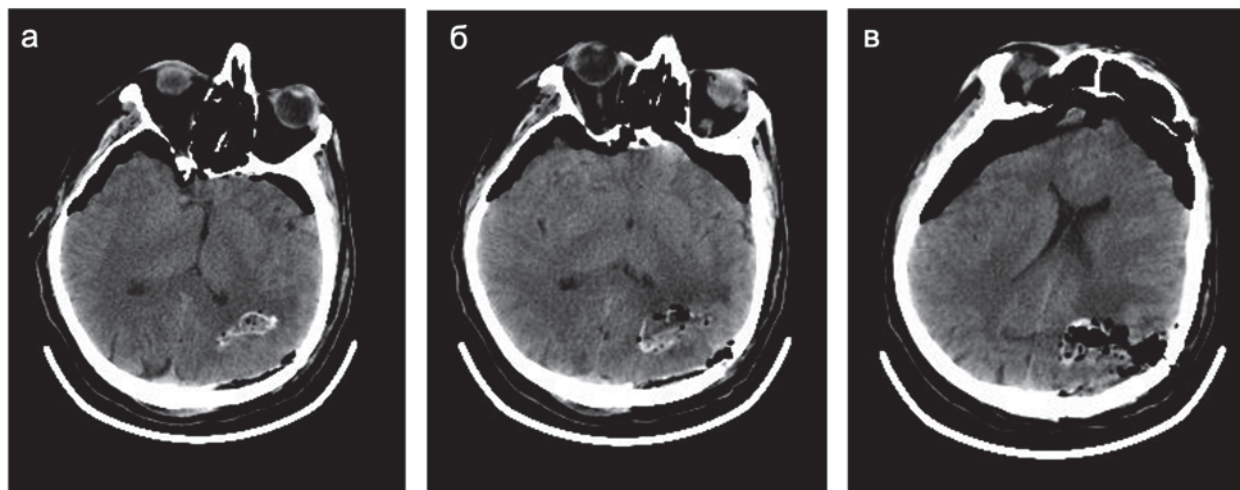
СКТ головы сразу у пациента после микрохирургического удаления анапластической олигодендроглиомы левой теменной доли, аксиальные проекции. Отмечается геморрагическое пропитывание перифокальной мозговой ткани, пневмоцефалия.
